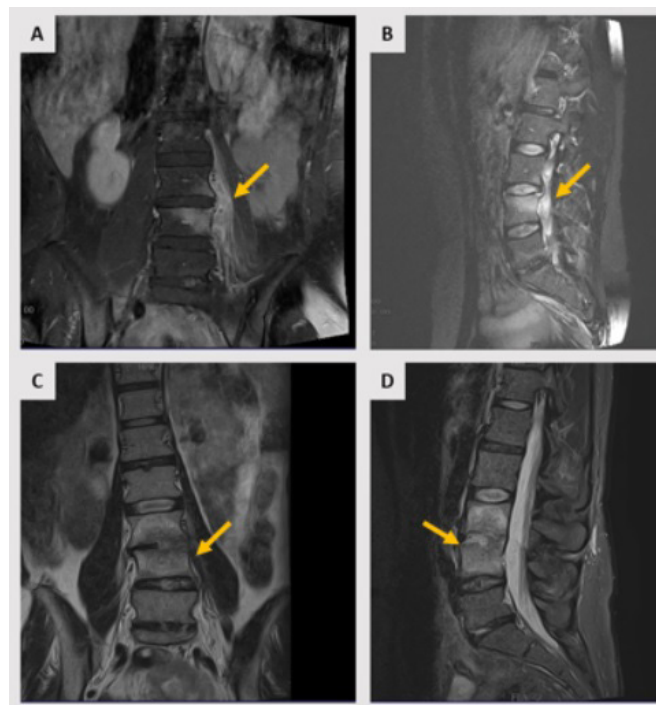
(Imagens ao diagnóstico) – A) e B) RM de coluna lombar: "alterações no sinal dos corpos vertebrais L3 e L4, do respetivo disco, do músculo psoas e de uma formação oval paravertebral esquerda de 3,1 cm de diâmetro maior." C) e D) RM de coluna lombar: "redução assimétrica da predominância direita do espaço intervertebral L3-L4, com consequente escoliose de atitude de convexidade esquerda."
